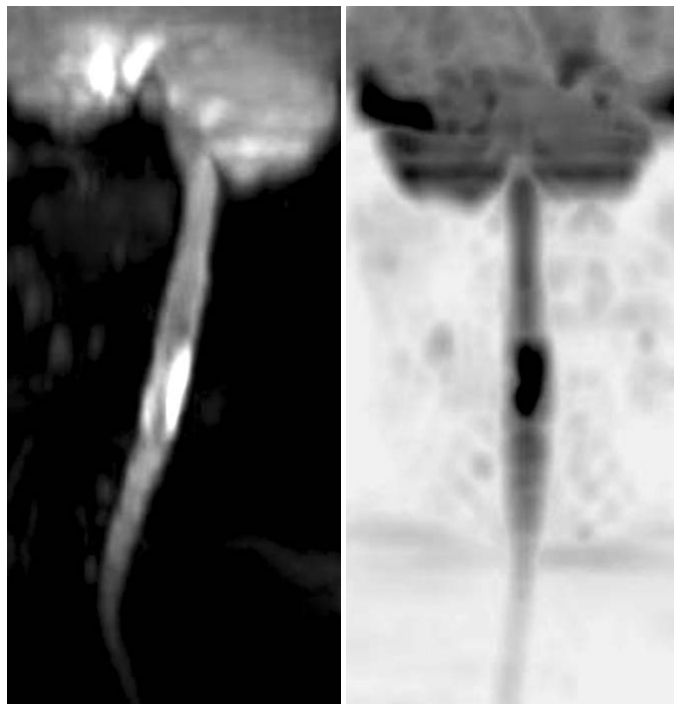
(а, б) MIP-реконструкция диффузионно-взвешенных изображений (позитив-негатив).
